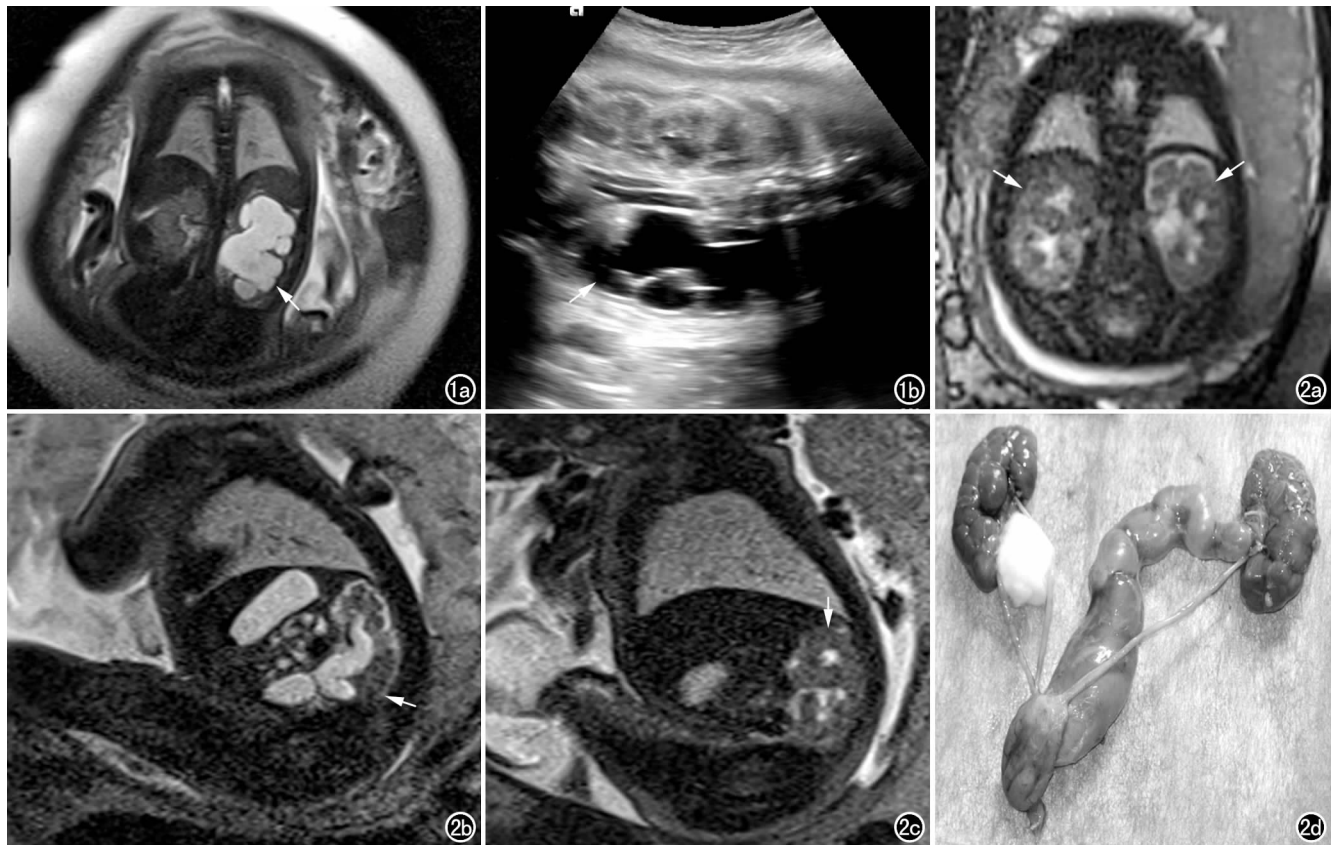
孕 33 周, 胎儿左侧肾盂输尿管连接处狭窄。a) 产前胎儿冠状面 T_2 -HASTE 序列显示胎儿左侧肾盂肾盏明显积水扩张 (箭); b) 产前超声显示胎儿左侧集合系统分离 (箭)。图 2 孕 30 周+6 天, 引产尸检结果证实双侧重复肾, 左肾上部发育不良伴输尿管积水扩张、输尿管下端开口异位。a) 产前胎儿冠状面 T_2 -true FISP 序列显示双肾均可见上下两组肾盂肾盏结构 (箭); b) 产前胎儿矢状面 T_2 -HASTE 序列显示左侧重复肾, 左肾上部体积小, 肾实质较薄, 左侧上组输尿管积水扩张 (箭); c) 产前胎儿矢状面 T_2 -HASTE 序列显示右侧重复肾, 可见上下两组肾盂肾盏结构 (箭); d) 引产后标本示双侧肾、输尿管重复畸形, 左侧上部肾盂输尿管积水扩张伴输尿管下端开口异位。
